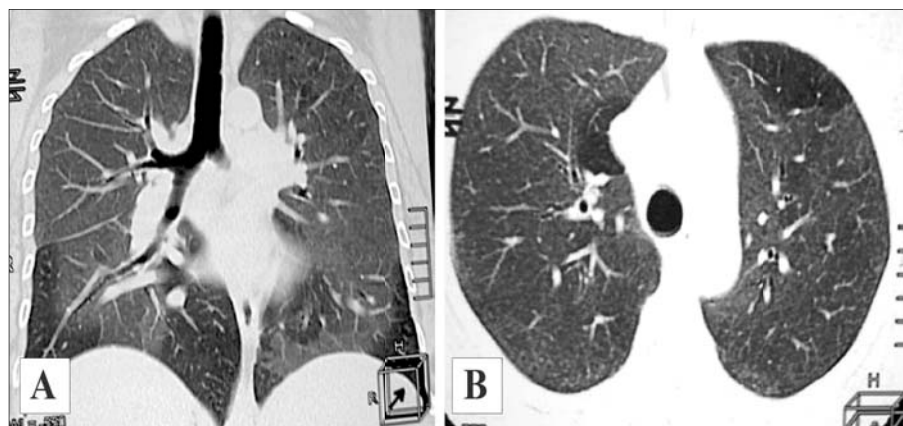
HRCT pulmonar – modificări tip sticlă mată cu noduli centrolobulari, bilateral în câmpurile pulmonare, respectarea sinusurilor costodiafragmale
